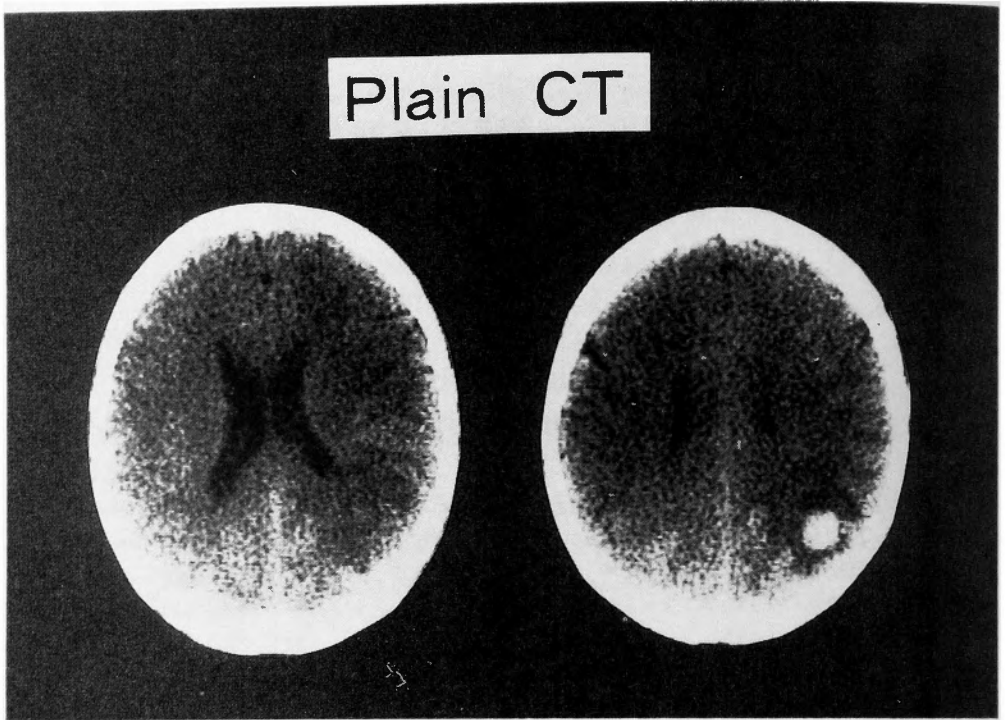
Plain CT showed round high density area in the right occipital lobe.
